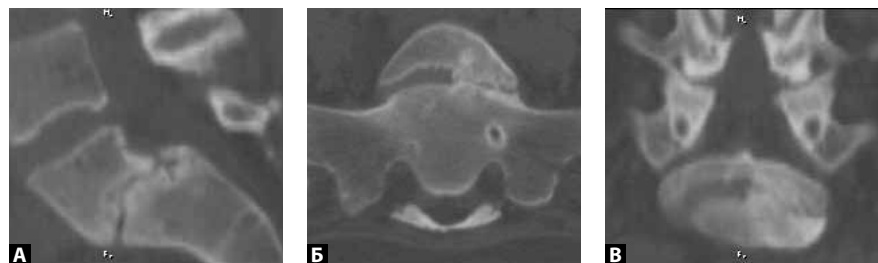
Рентгеновская компьютерная томография сегмента позвоночника (L5-S1) пациентки Д. до операции: А – сагиттальный скан, Б – трансверсальный, В – фронтальный
